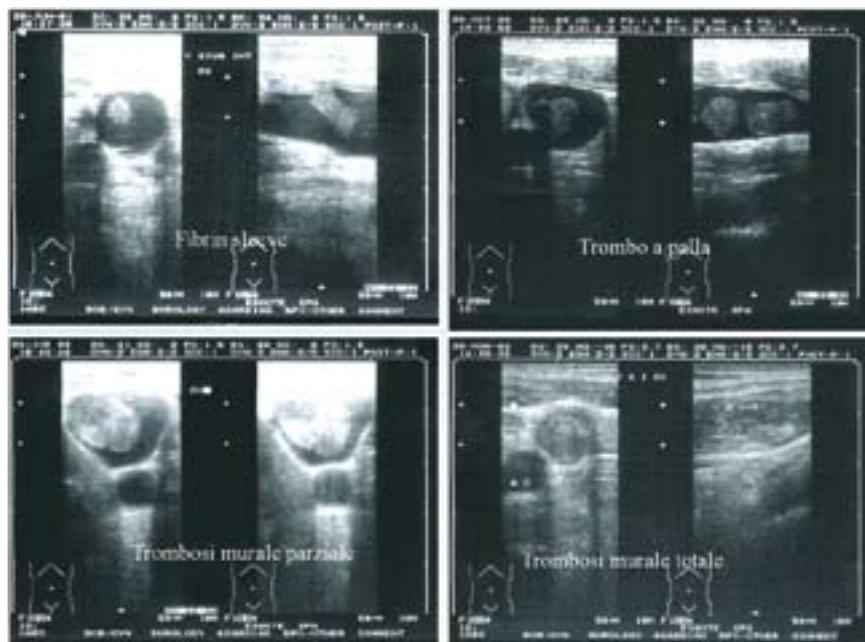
corrispettivi quadri ecografici dei vari tipi di trombosi estrinsechi al catetere
